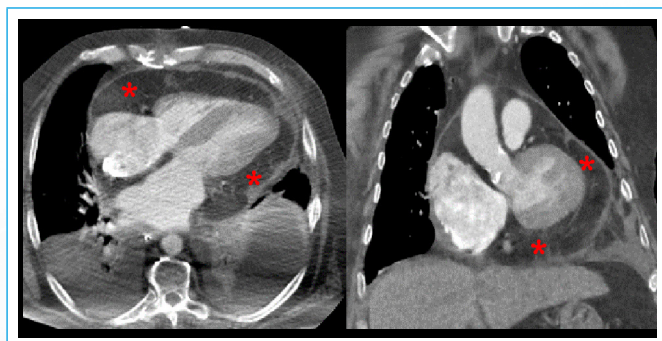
TC toracoabdominal de control en paciente estable tras pericardiectomía con lipomatosis cordis epicárdica (asteriscos rojos) sin evidencia de derrame pericárdico asociado
